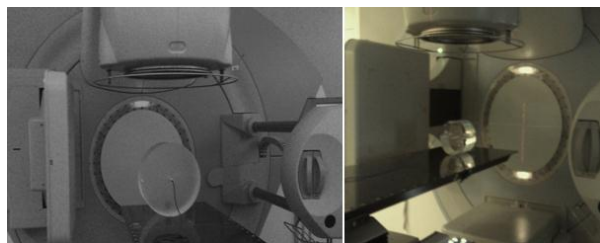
Medição da dose administrada por CBCT nos modelos de simulação da região pélvica (esq) e de cabeça e pescoço (dt), num acelerador linear (HSM/CHLN)
